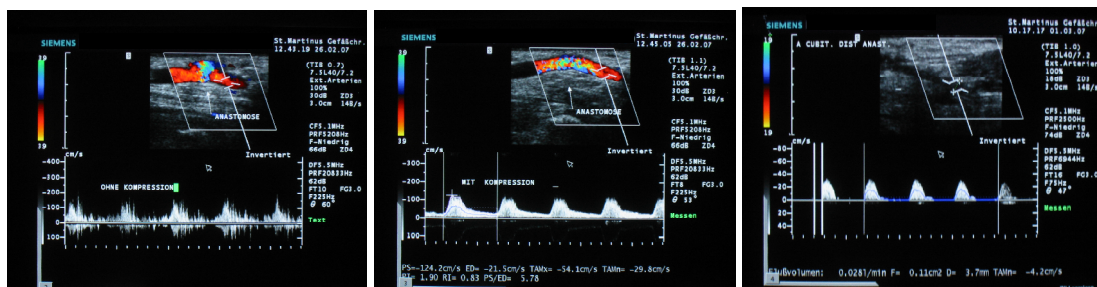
Ellenbogenshunt (A. brachialis Seit- zu- End mit der V. cephalica). Duplexsonographie der A. brachialis/ cubitalis distal der Fistel. Links: Bidirektionale turbulente Strömung bei offener Shuntvene. Mitte: Nach distal gerichteter Fluss bei manueller Kompression der Shuntvene. Rechts: Tatsächlicher, nach distal gerichteter biphasischer Fluss postoperativ nach erfolgter DRIL-Prozedur.
